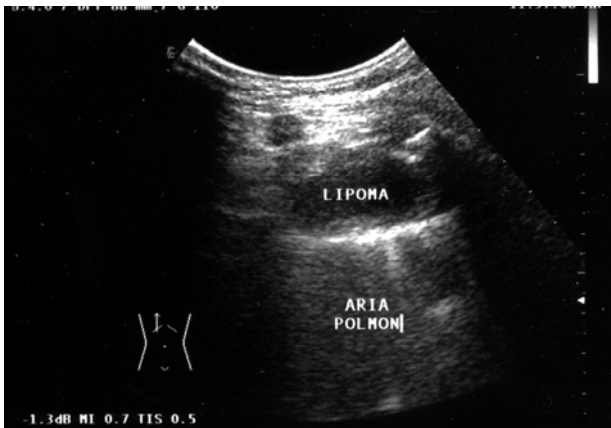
Un lipoma polmonare appare ecograficamente come un nodulo localizzato ipo-anecogeno.
